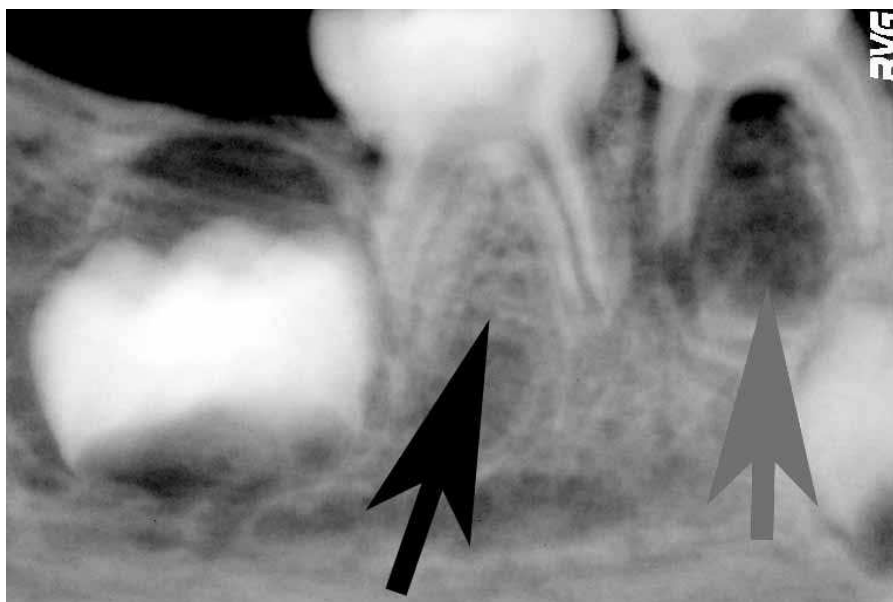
Radiografía digital lado derecho de la inhumación CA4-12057 (individuo 1). En negro se muestra la ausencia de germen. En gris, el hueco dejado por el germen dental en formación.
